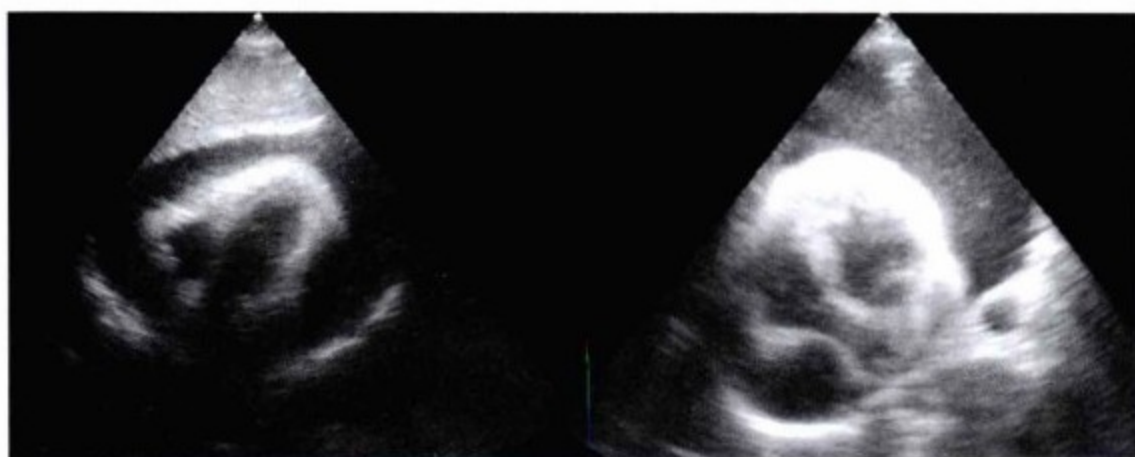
经胸超声心动图。左图,肋骨下切面。右图,心尖四腔心切面。在此病例由于皮肤穿刺点到心包距离短及心包腔隙(积液)大使得心尖入路积液引流较肋骨下入路可行。
